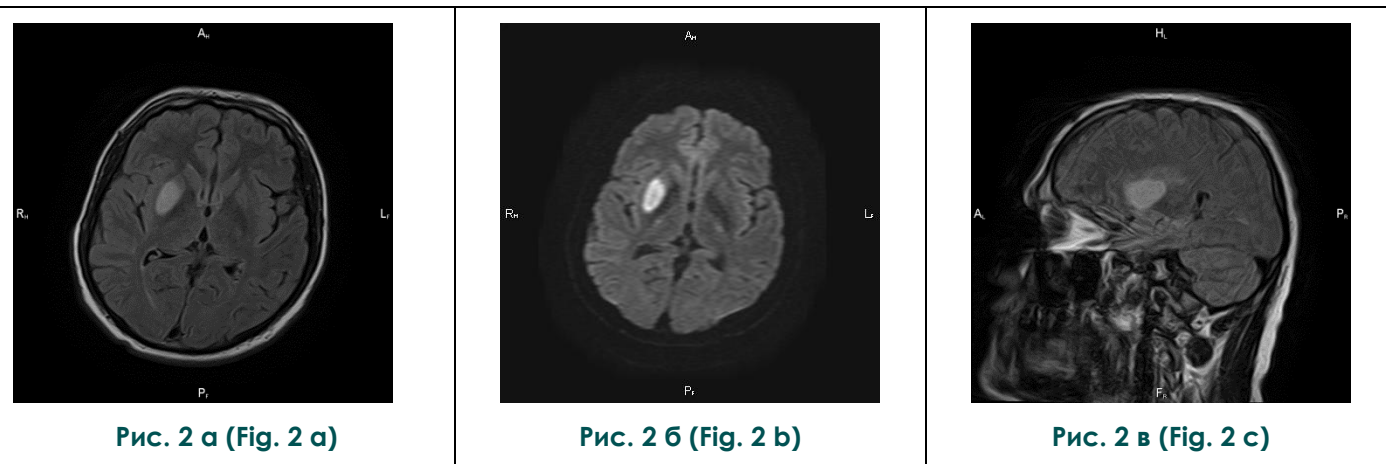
МРТ головного мозга. Гиперинтенсивный очаг в подкорковых ядрах правого полушария головного мозга у пациента с криптогенным инсультом.
